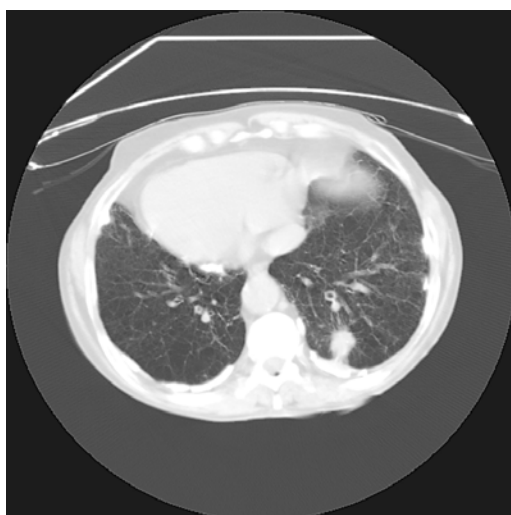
Tomografía axial computarizada de carcinoma de pulmón en LII.
